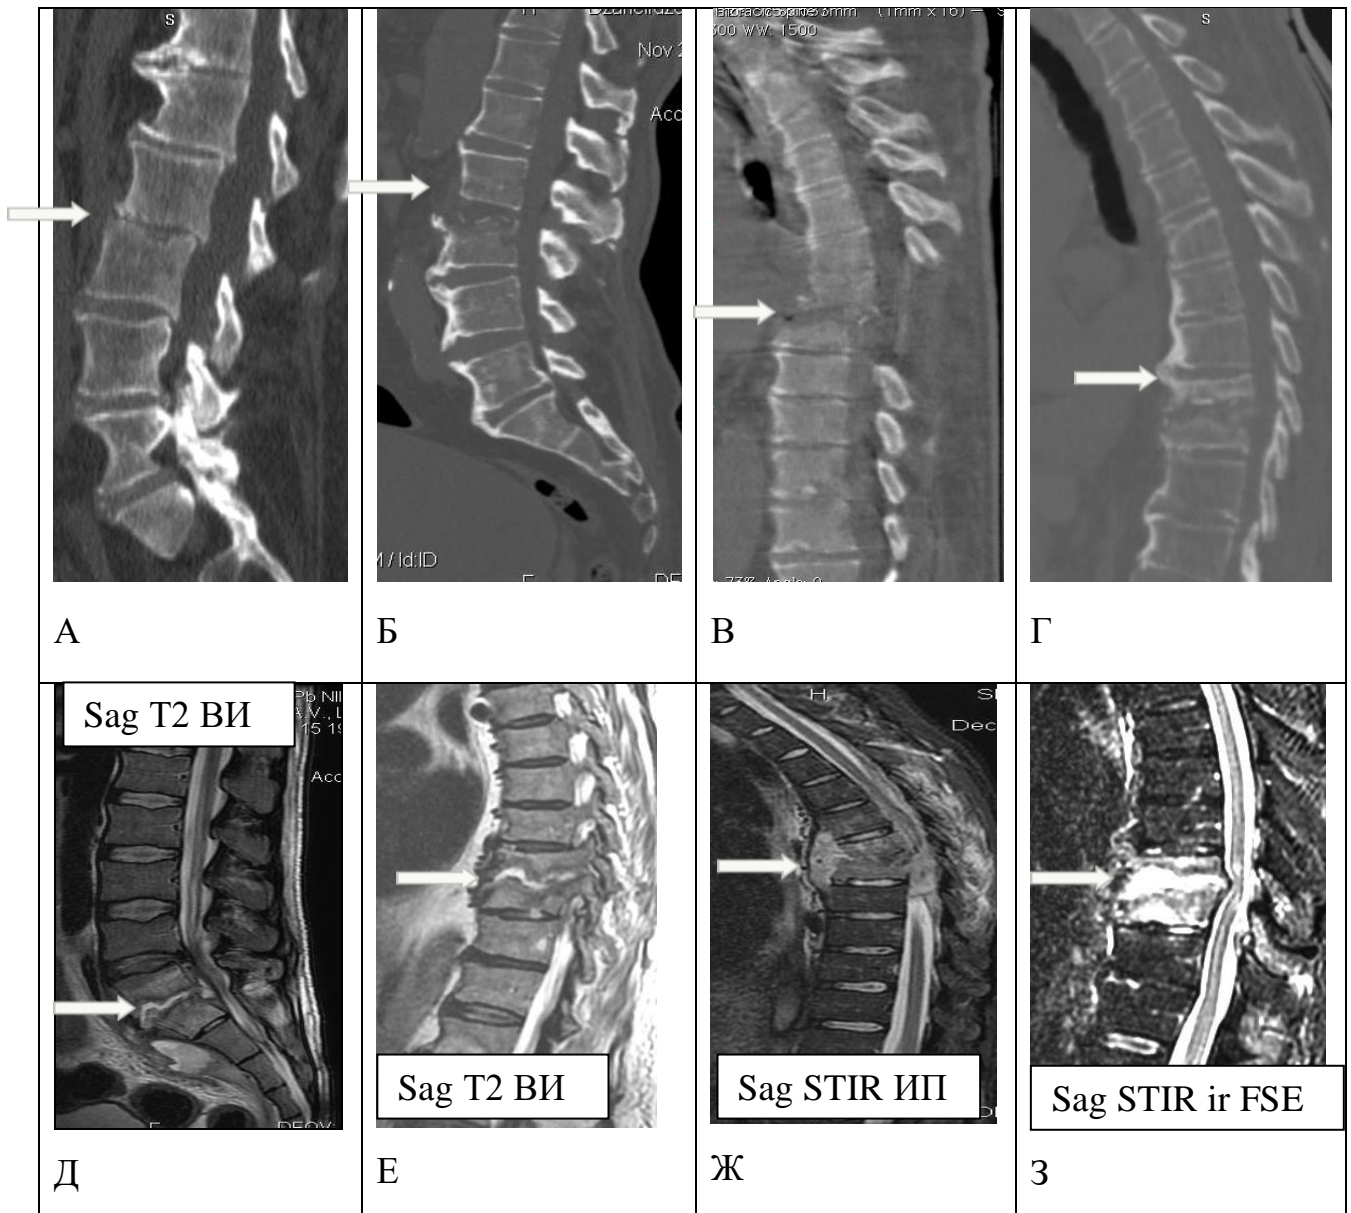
Виды деструктивных изменений позвонков и межпозвонковых дисков при проведении МСКТ и МРТ
